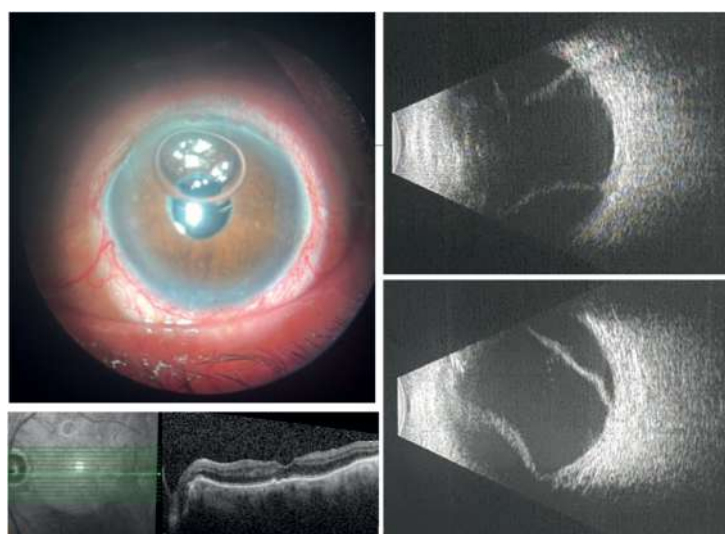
Post-SF₆ injection, anterior chamber deepening with persistent choroidal folds on Optical coherence tomography, though bullous choroidal detachment reduced on US
